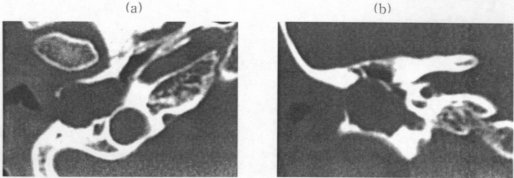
Temporal bone CT of Stage 3 :
